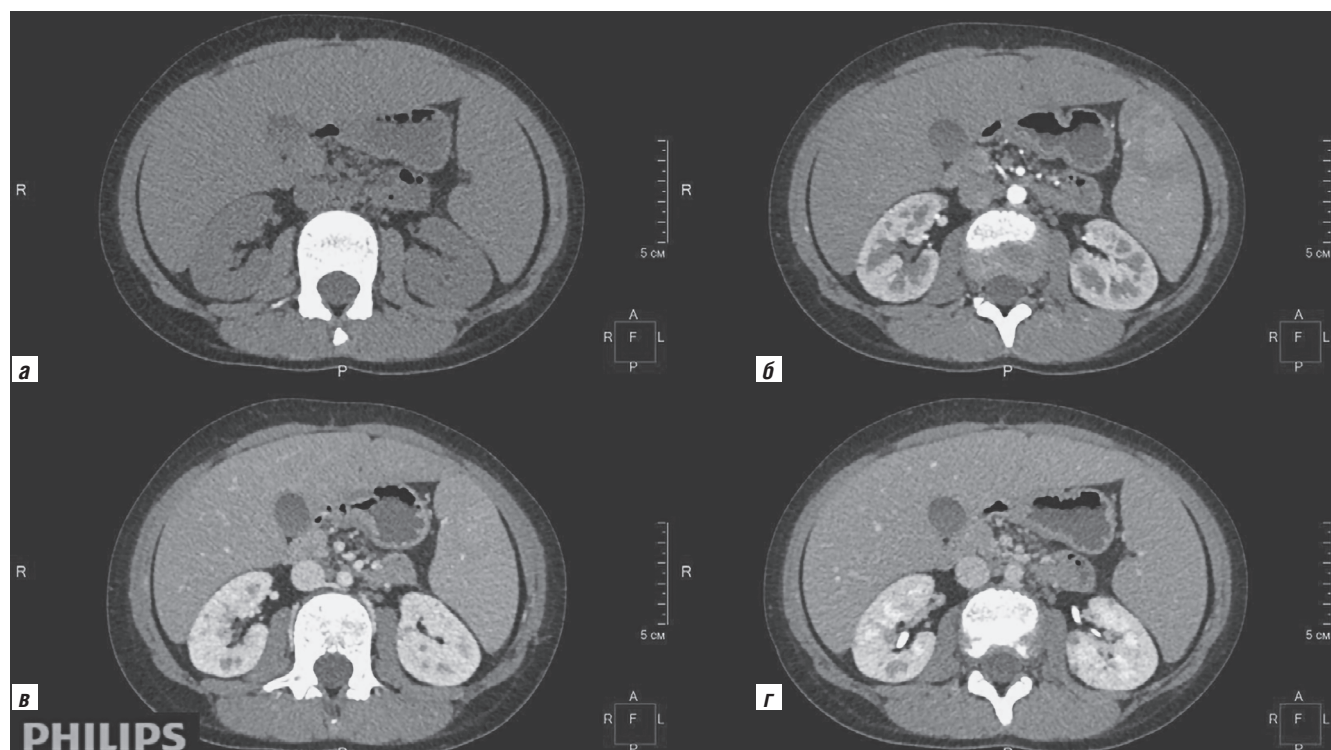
Компьютерная томография до начала лечения (октябрь 2022 г.) в аксиальной проекции, нативная фаза — без контрастирования (а), артериальная (б), венозная (в) и отсроченная (г) фазы сканирования. По данным исследования выявляются множественные очаги, субкортикальные и паренхиматозные, расположены в обеих почках, размеры 3–12 мм, без признаков активного накопления контрастного препарата во все фазы сканирования
